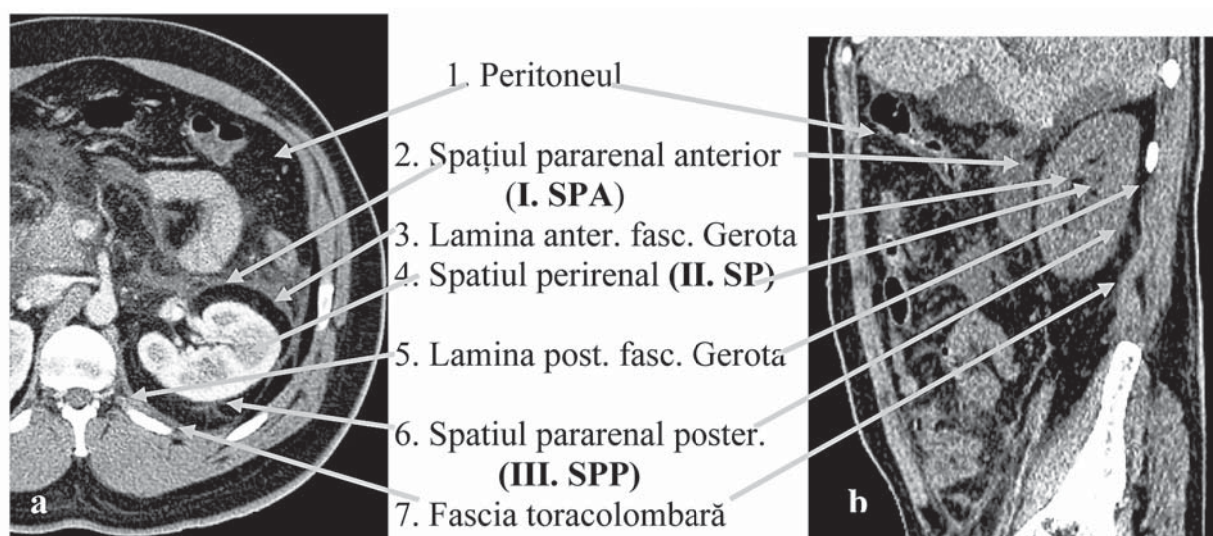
TC: anatomia structurilor retroperitoneale, ca 3 compartimente: I. SPA; II. SP; III. SPP; 7 planuri interfasciale, separate de țesut adipos.
